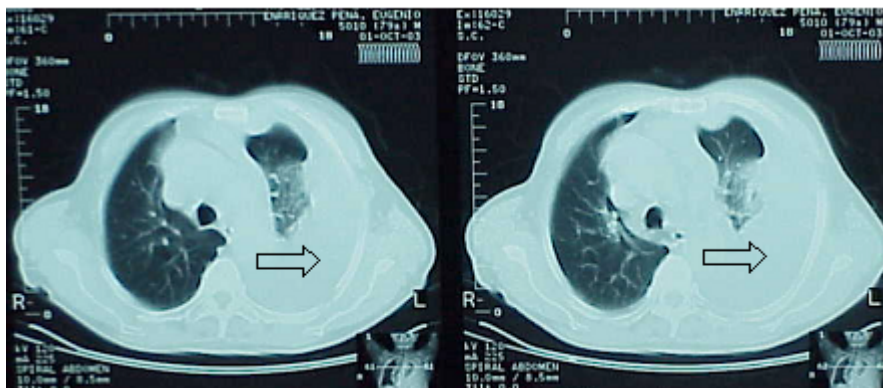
TAC de tórax que muestra lesión infiltrativa pleural circunferencial (flechas).
